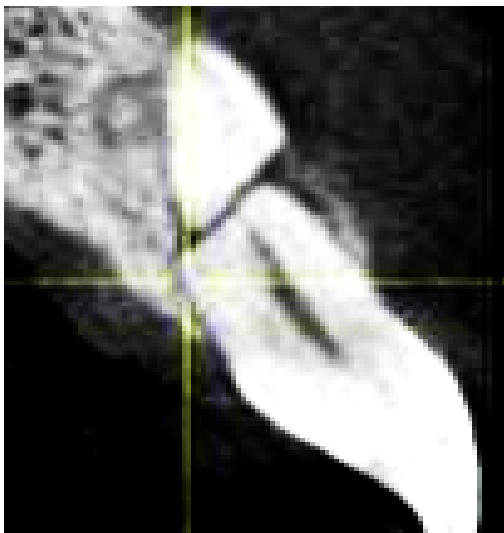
CBCT en donde se observa fractura horizontal planeación para una apicectomía
